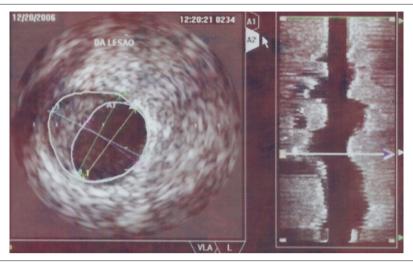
Ecografía intracoronaria de la arteria descendente anterior mostrando una lesión obstructiva en el segmento medio, con área luminal de 8,7 mm².
